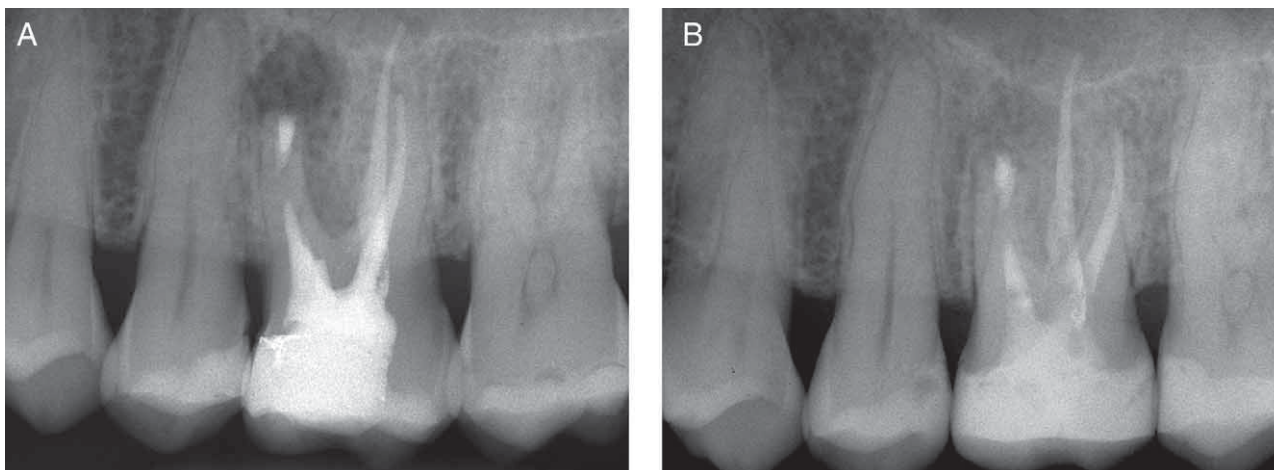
A. Radiografia post-operatoria. B. Controllo dopo due anni. Si noti la perfetta guarigione.
